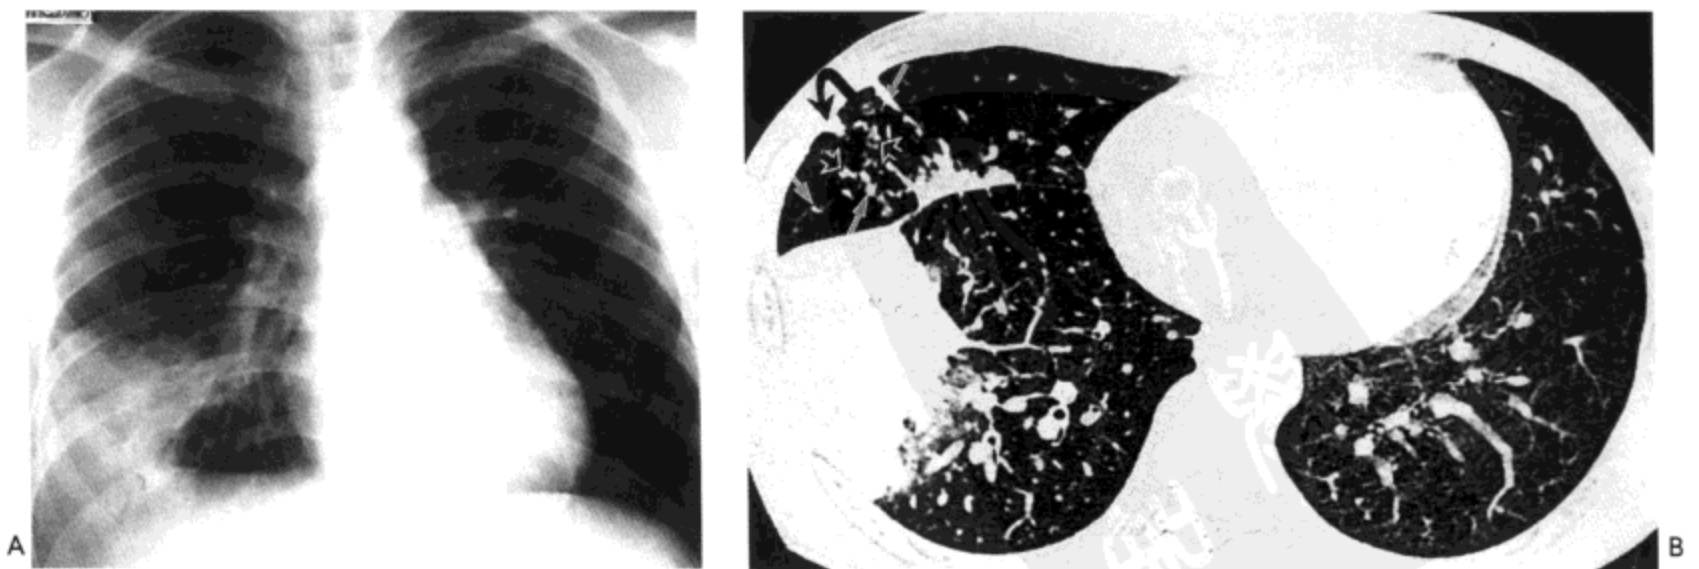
肺炎支原体肺炎。A: X线且片示右下肺区外侧部分节段性实变。B: 高分辨率CT影像(1mm层厚)示右肺下叶前基底段与外基底段节段性实变与磨砂玻璃影。右肺中叶内可见小叶中心性结节(白箭号),分枝状线样结构(空箭号)。肺泡结节(弯箭号),与亚段实变。病人为17岁男性。
